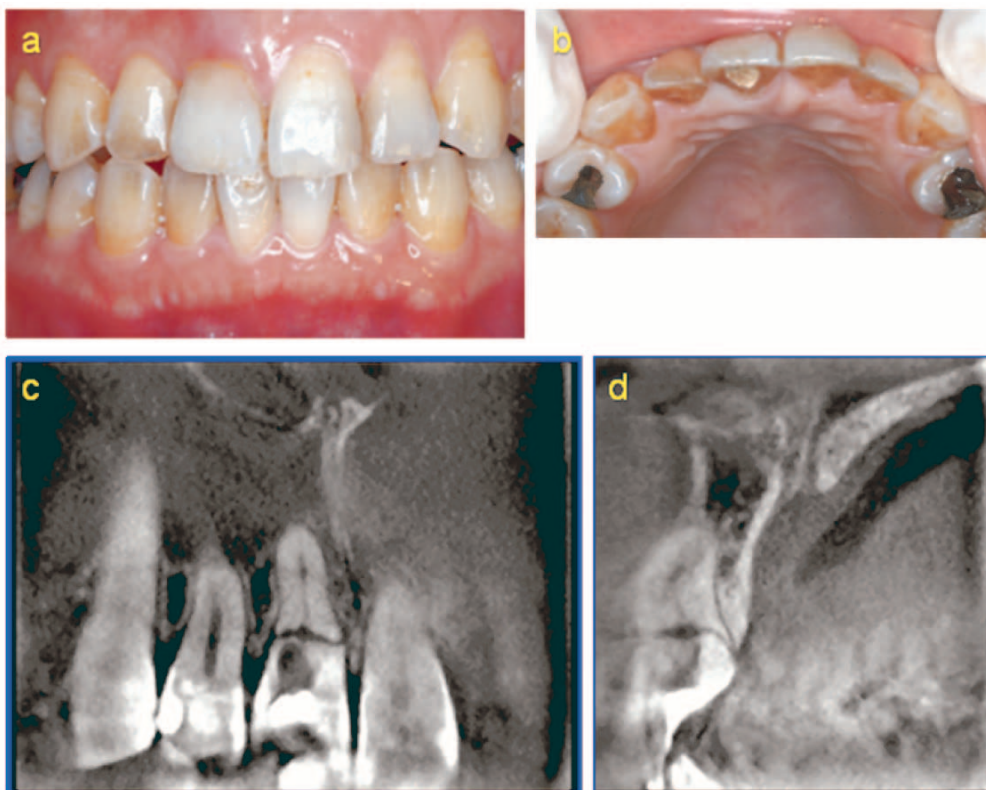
Clinical photograph and CBCT survey at the first medical visit (November, 2006).
